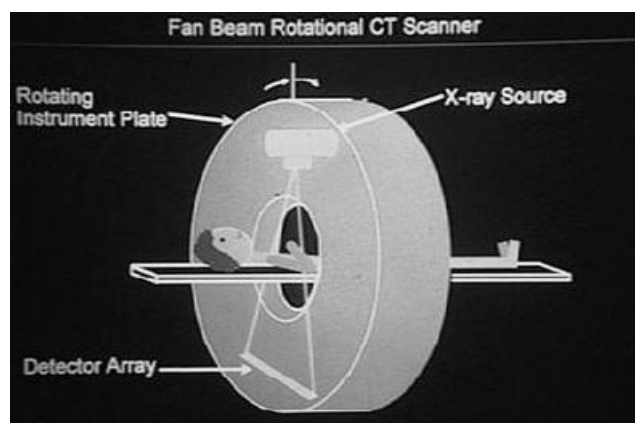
Принцип рентгеновской компьютерной томографии
